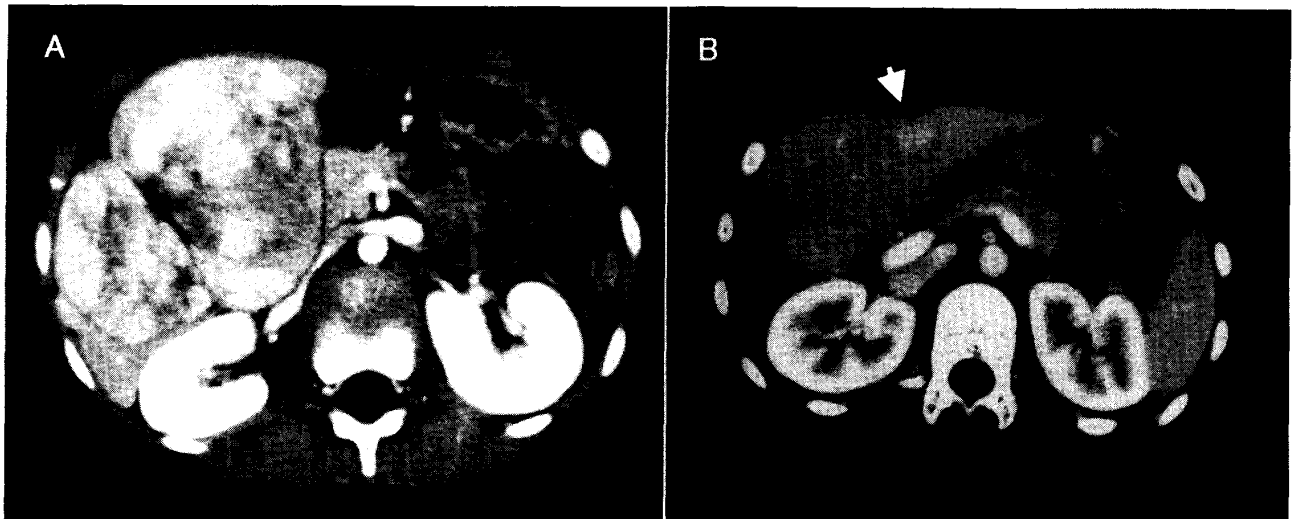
症例10 HCC A:10歳の初診時CT B:13歳8ヶ月の残肝再発
